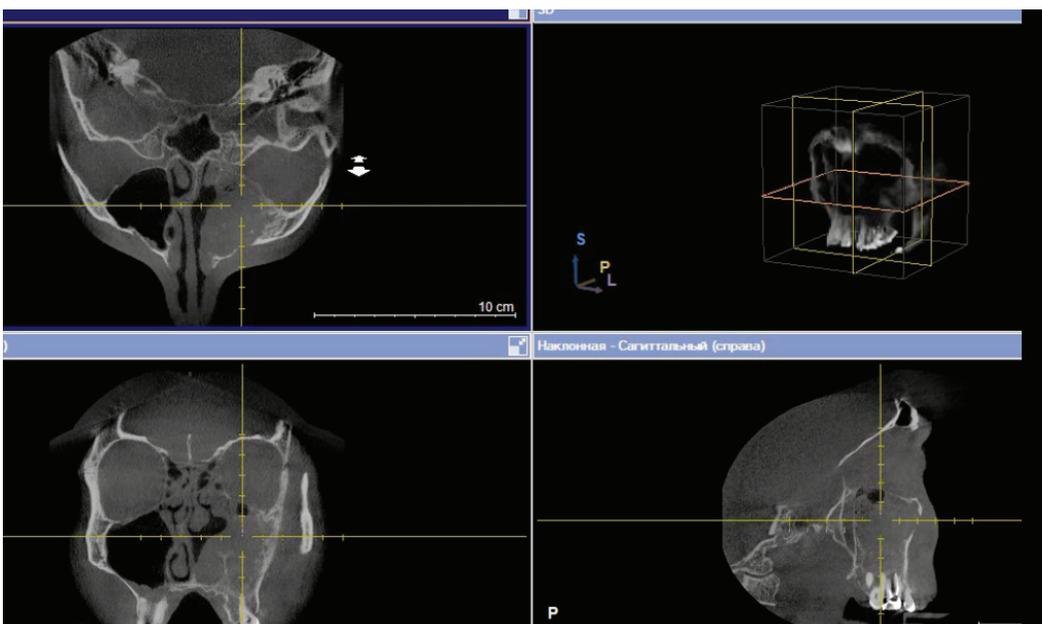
3D-компьютерная томография. Остеома в проекции соединения лобной пазухи и решетчатого лабиринта
